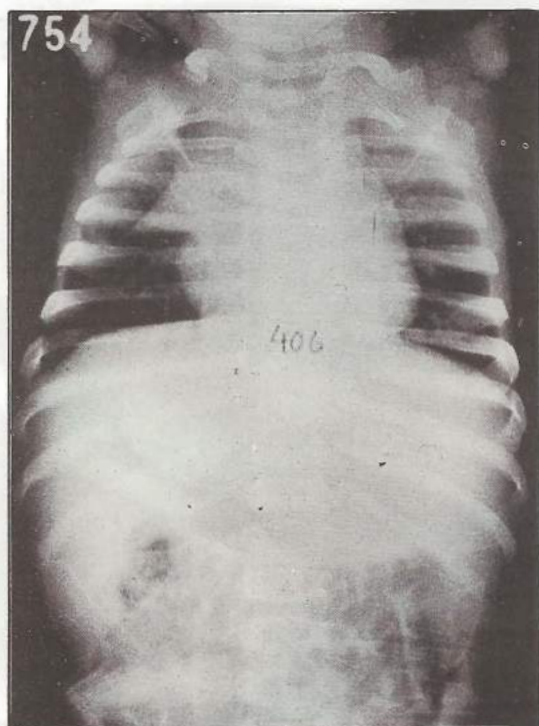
Radiografía simple de tórax de un neonato. Sombra tímica, "signo de la vela de barco", en la margen derecha del mediastino.
